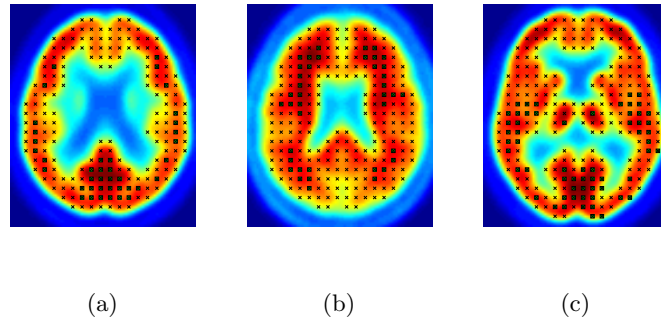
Base de datos FDG-PIB, grupo MCI-NOR. ARs pintadas como cuadrados en los cortes coronales para un $minsup, minconf=100\%$ para la base de datos PET: a) FDG, b) PIB, c) FDG más PIB (sobre una imagen media FDG de los controles).
